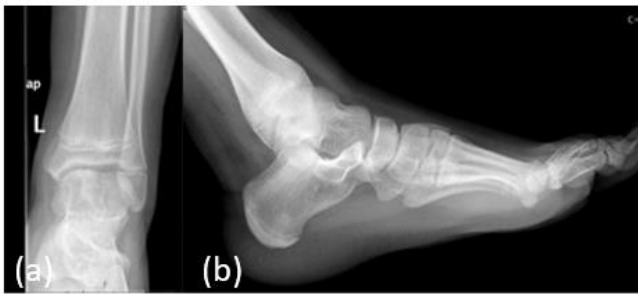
Ameliyat sonrası 1. yıl sol ayak bilek AP-Lateral Xray görüntüleri
